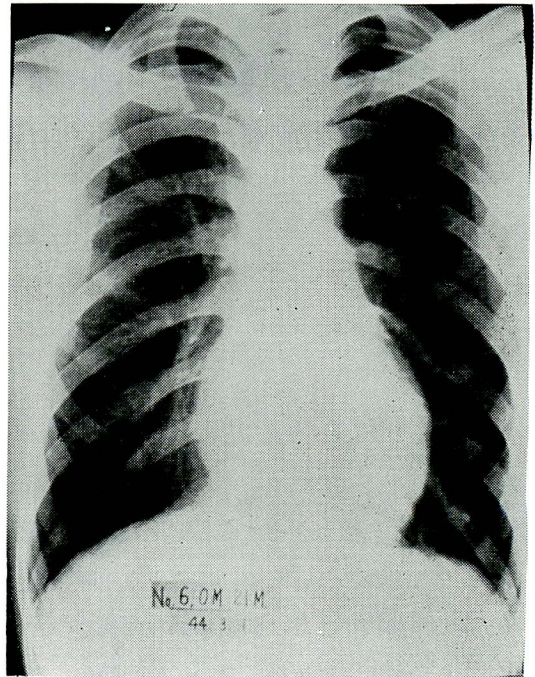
症例1の胸部X線像: ほぼ正常に近いが, 左第4弓が軽度に球状に膨隆し, 軽度の左室肥大が覗がわれる。
